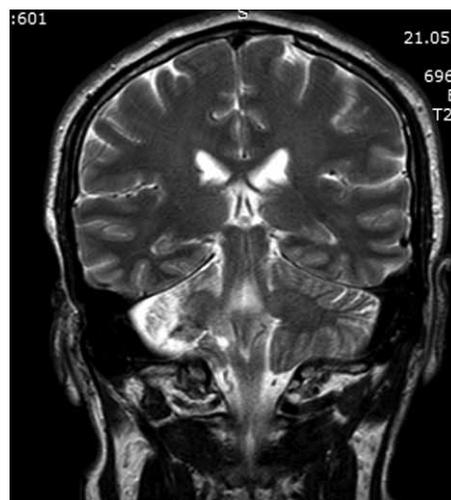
МРТ головного мозга пациента через 6 мес. после удаления большой вестибулярной шванномы справа. Послеоперационные кистозно-атрофические изменения в области правого полушария мозжечка и постишемические в области правой нижней мозжечковой ножки.
